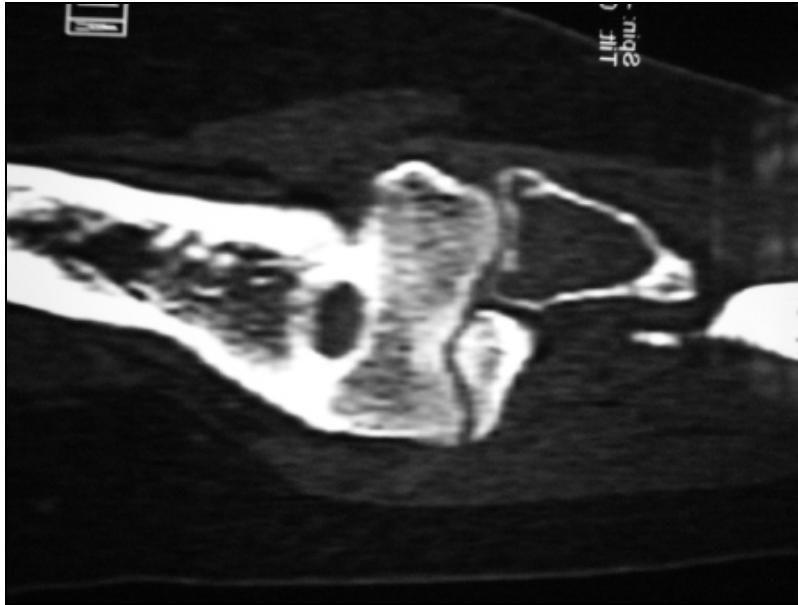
Corte coronal de TC de un TCG de radio proximal
